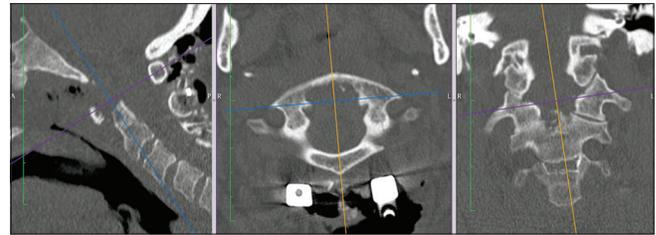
TAC post operatoria donde se observa la odontoidectomía vista en un plano sagital, axial y coronal. Se puede observar, a su vez, el sistema de fijación occipito cervical
